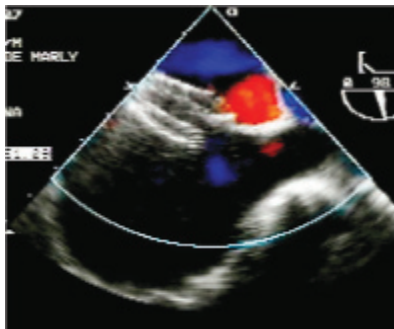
Ecocardiograma transesofágico demostrando comunicación interauricular fenestrada. El Doppler color confirma cortocircuito de izquierda a derecha.
